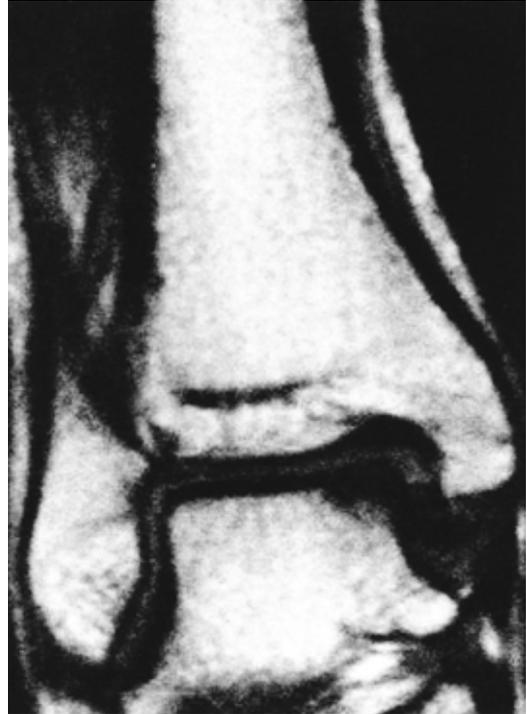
Coronal T1-weighted MRI image of the ankle demonstrates a low signal change in the medial talar dome of the talus.
